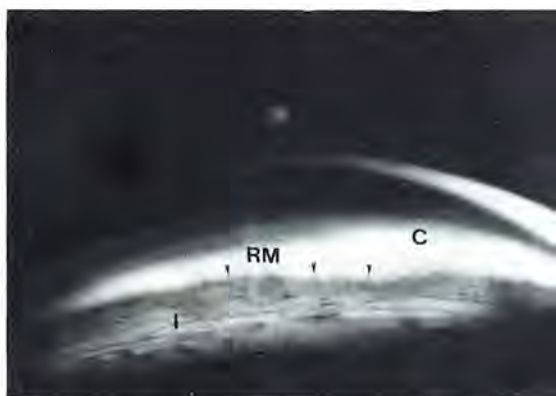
Goniofotografía en caso 4. Se observa unión iridocorneal con restos mesodérmicos abundantes en el sector del receso angular. Iris (I), Córnea (C), Restos Mesodérmicos (RM).
